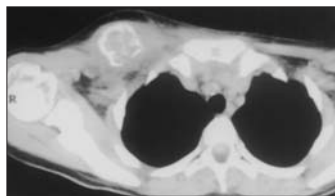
TC de tórax: tumor de 3,3 x 3,2 cm con calcificación y músculo pectoral ensanchado.
